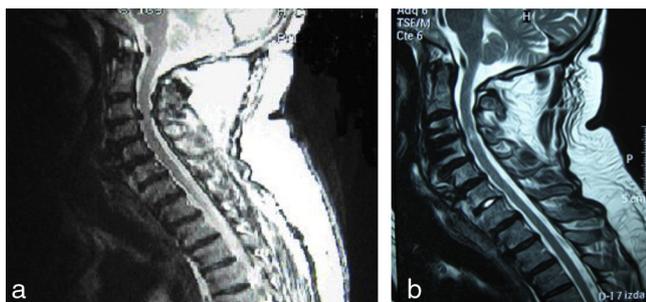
a) Secuencia T2 de la resonancia magnética cervical previa a la cirugía de hernia discal cervical C3-C4. b) Secuencia T2 de la resonancia magnética cervical posterior a la cirugía de hernia discal cervical.
